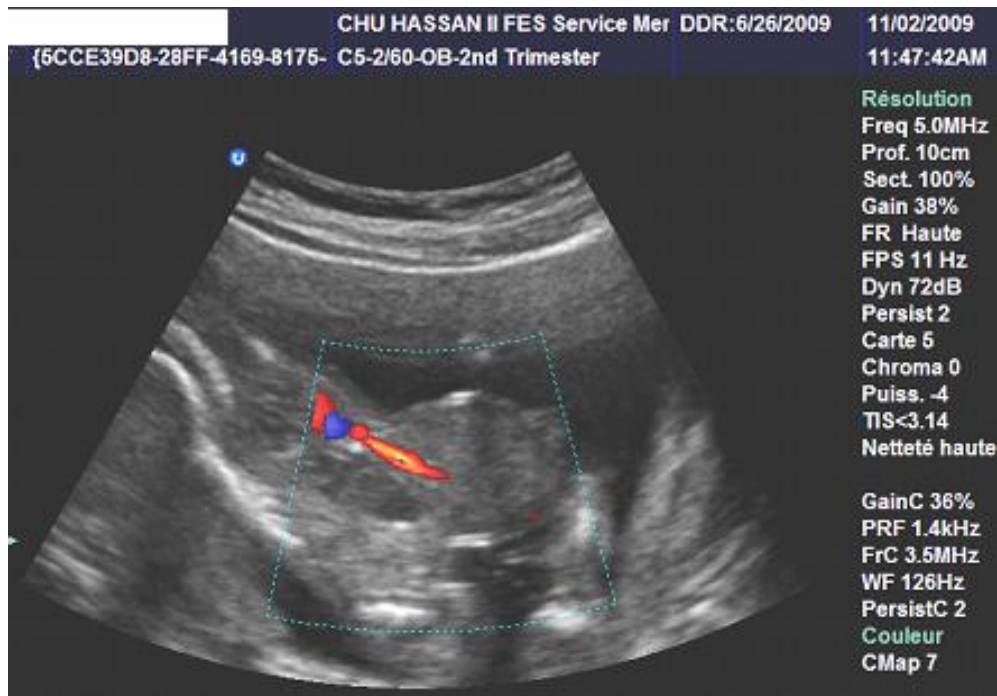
visualisation de l'insertion du cordon à l'écho-doppler
